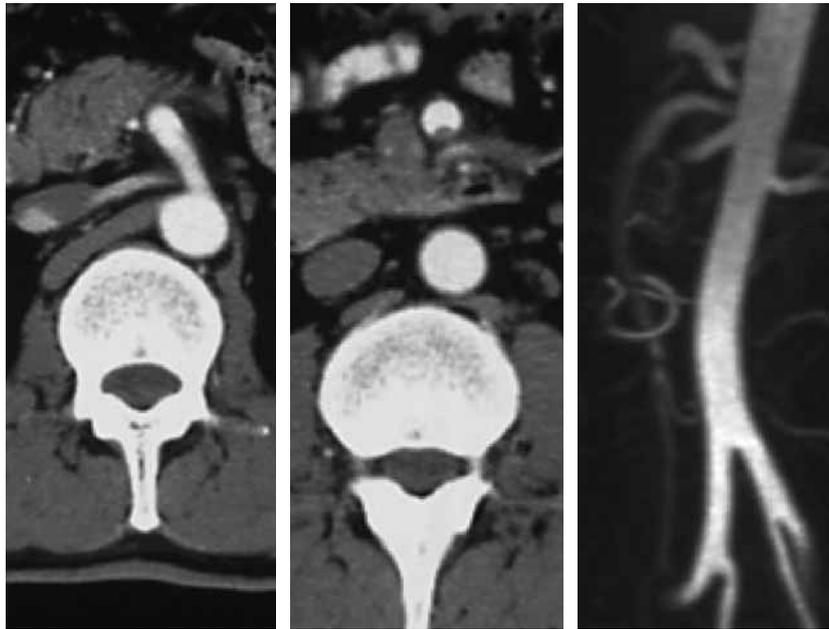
Case 2: CT (left, middle) and MRI angiography(right) showed dissection of SMA and decreased flow of the true lumen.
